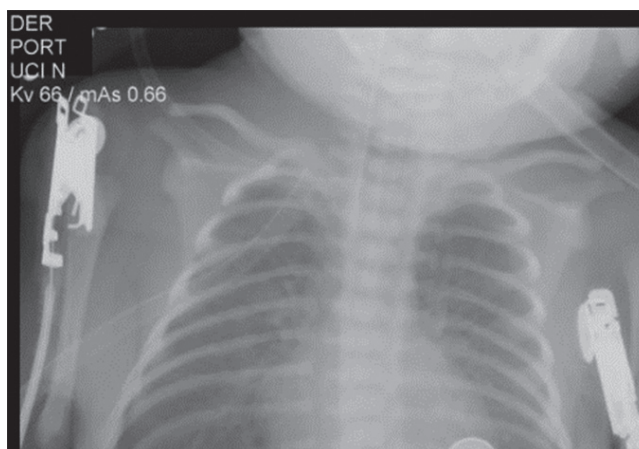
Radiografía de tórax a las 24 horas posterior a drenaje con tubo de tórax
